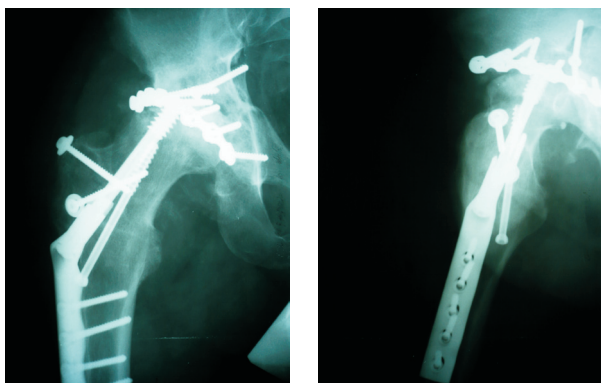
Pacienta E. Radiografiile antero-posterioare și axiale ale articulației șoldului drept. Rezultat la distanță de un an: Scor Matta – nesatisfăcător.
